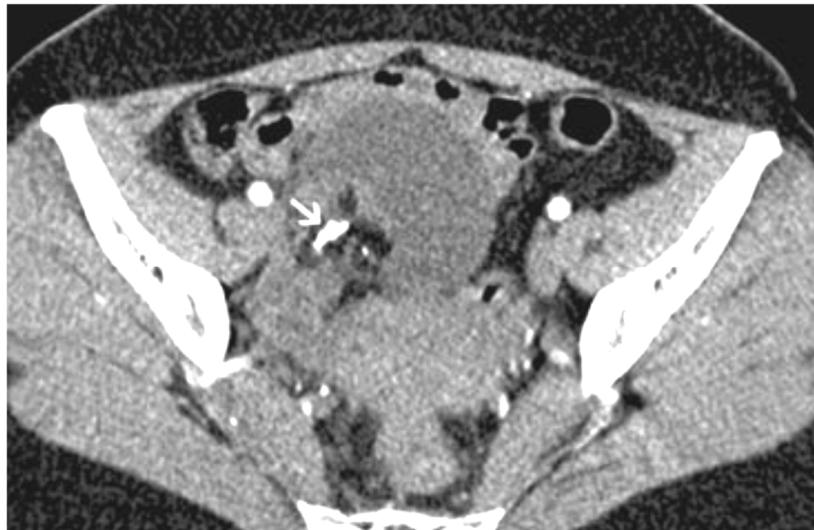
TDM axiale montrant la présence de graisse et de calcification dans le kyste de Rokitansky. Le kyste a un contenu séreux avec une densité liquidienne orientant vers un tératome ovarien mature droit (image scanographique correspondant à la figure anciennement 32)
